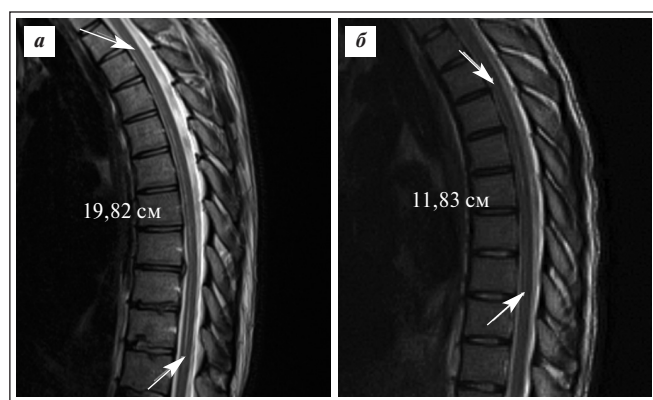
МРТ грудного отдела позвоночника в сагитальной плоскости в режиме T2: а – 2019 г.: расширение центрального канала спинного мозга на уровне T_{II-XI} протяженностью до 198,2 мм; б – 2021 г., исследование в динамике: расширение центрального канала спинного мозга на уровне T_{II-VII} протяженностью до 118,3 мм
